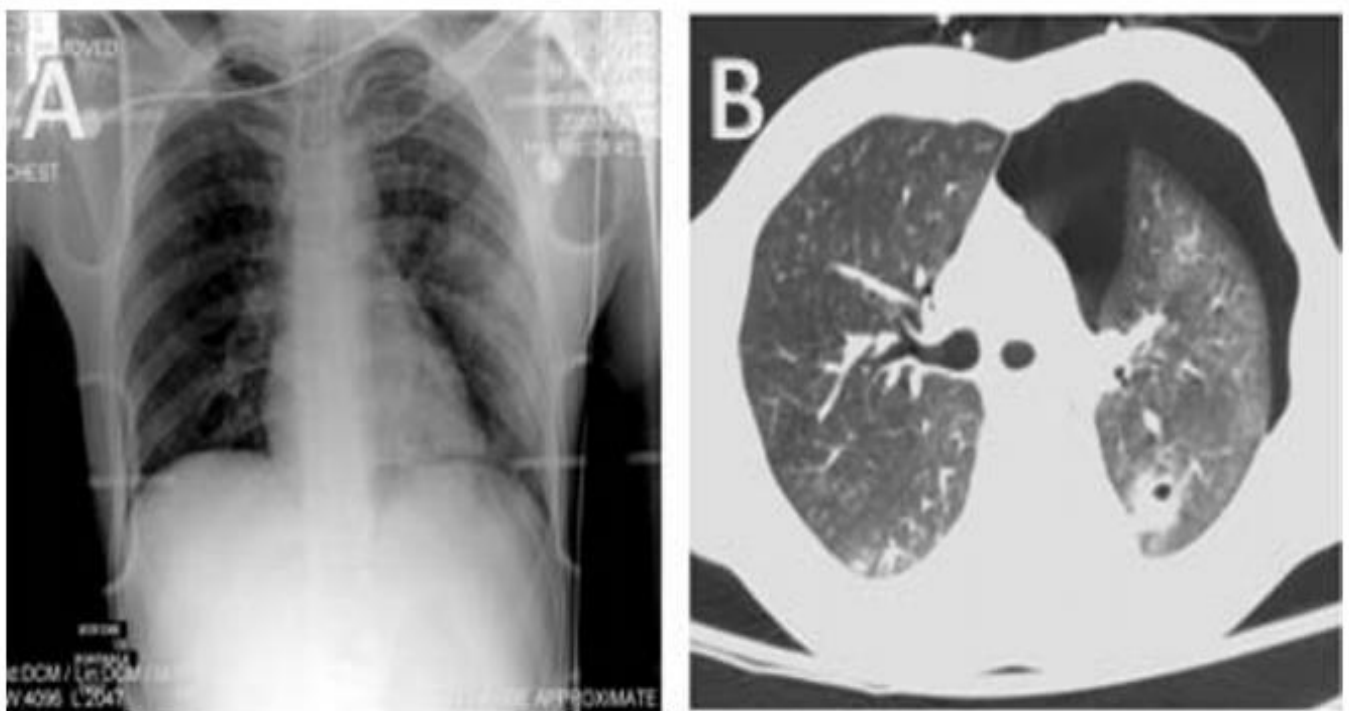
RxT et TDM montrant un PNT. La RxT (figure A) montre une hyperclarté apicale gauche ainsi qu'un "deep sulcus sign". La TDM thoracique (figure B) a confirmé le diagnostic de PNT.[79]
